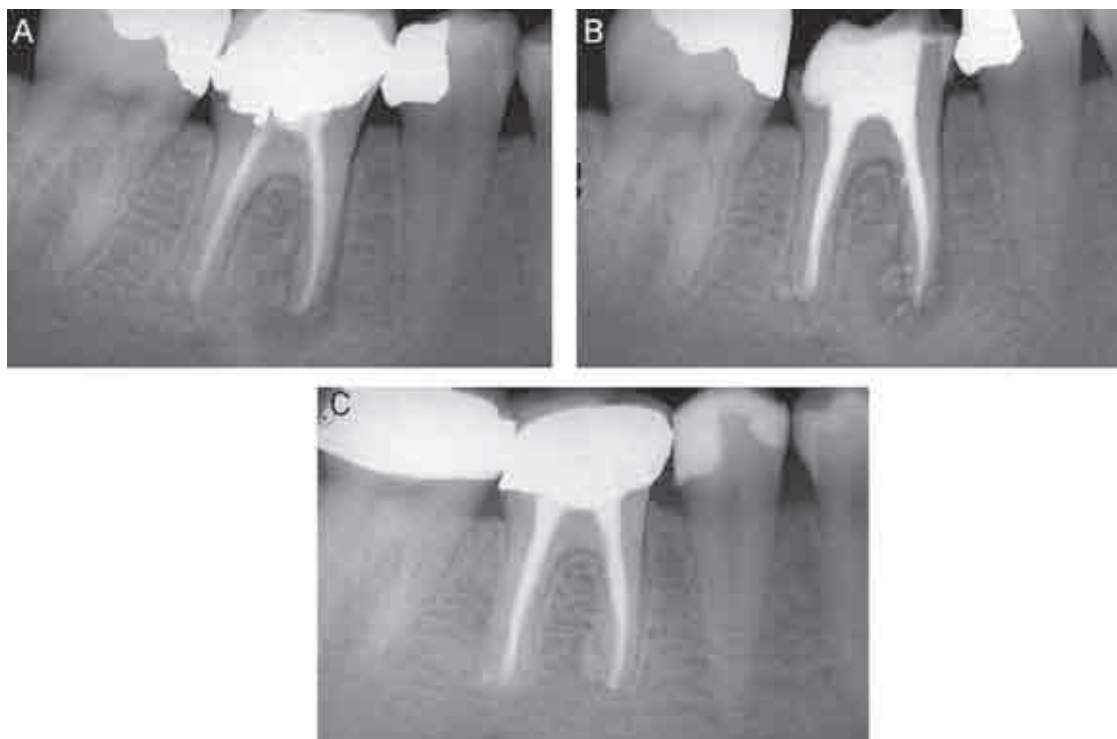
A. Per la presenza di materiale oltre apice e la vicinanza della precedente otturazione canalare alla biforcazione, potrebbe essere indicato il ritrattamento chirurgico. B. È stato eseguito il ritrattamento ortograde che ha evidenziato la presenza di due canali dimenticati, il distolinguale e il canale mesiale mediano, entrambi con forame indipendente. C. La radiografia di controllo eseguita dopo 5 anni mostra la completa guarigione della lesione e la completa scomparsa del materiale oltre apice, a conferma che il “granuloma da corpo estraneo” è una scusa inventata da chi non vuole e non sa preparare i canali in tutta la loro lunghezza e preferisce restare “corto”.
